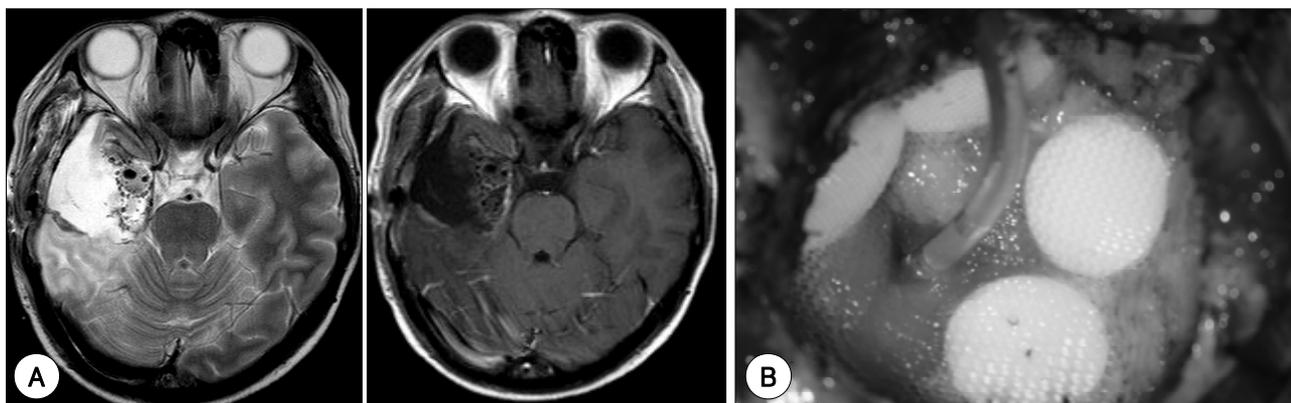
Postoperative MRI images (A) and intraoperative picture (B). The tumor was gross total removed. MRI showed signals by wafer (A). Wafer was fixed on tumor resection margins by Surgicel®s (B).
